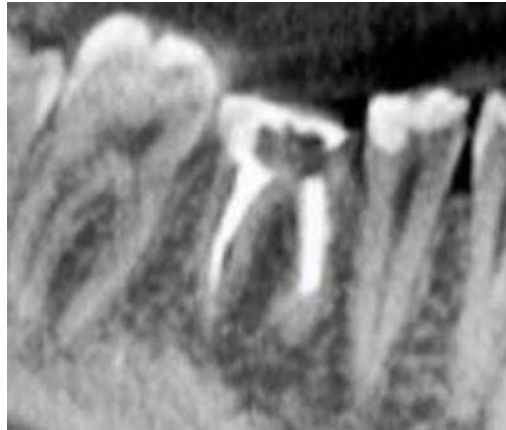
Зріз комп'ютерної томографії пацієнта В., 42 роки після ендодонтичного лікування хронічного апікального періодонтиту зуба 4.6 через 6 місяців.
